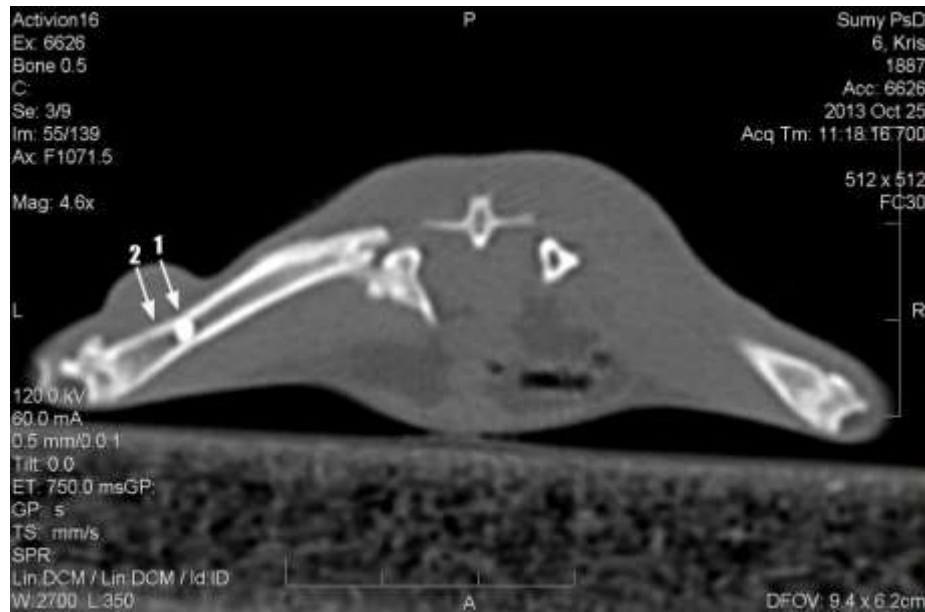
Комп'ютерна томограма стегнових кісток щура на 30-ту добу після імплантації ПГА-г. Дефект кортикального шару правої стегнової кістки з остеопластичним матеріалом (1). Прилегла до ділянки імплантації дистальна частина материнської кістки з ознаками рарефікації (2).
